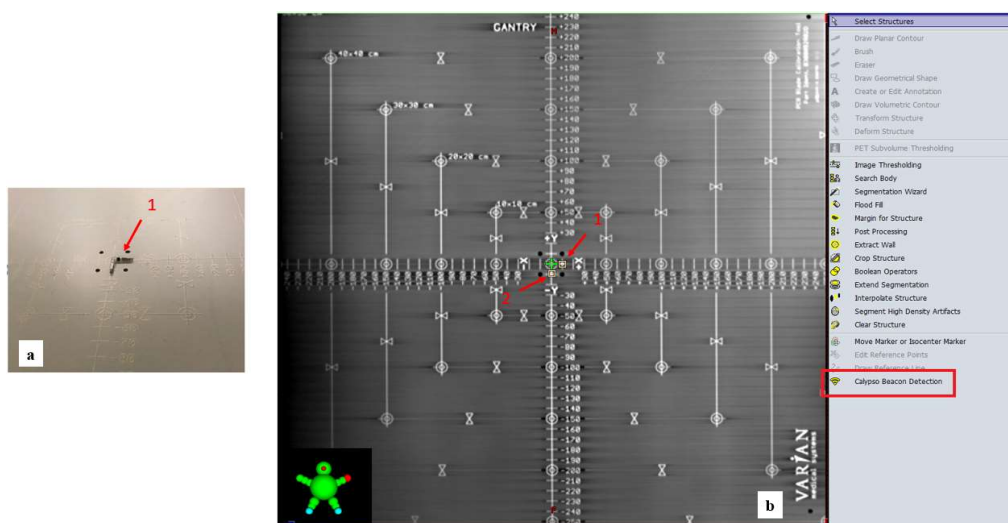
(a) Posicionamento do *Beacon* na imagem de tomografia computadorizada. 1: Faixa preta para auxiliar no posicionamento (b) Ferramenta de identificação automática do *Beacon* do Sistema Eclipse (*Calypso® Beacon Detection*), 1: posição do primeiro transponder e 2: posição do Segundo transponder.
